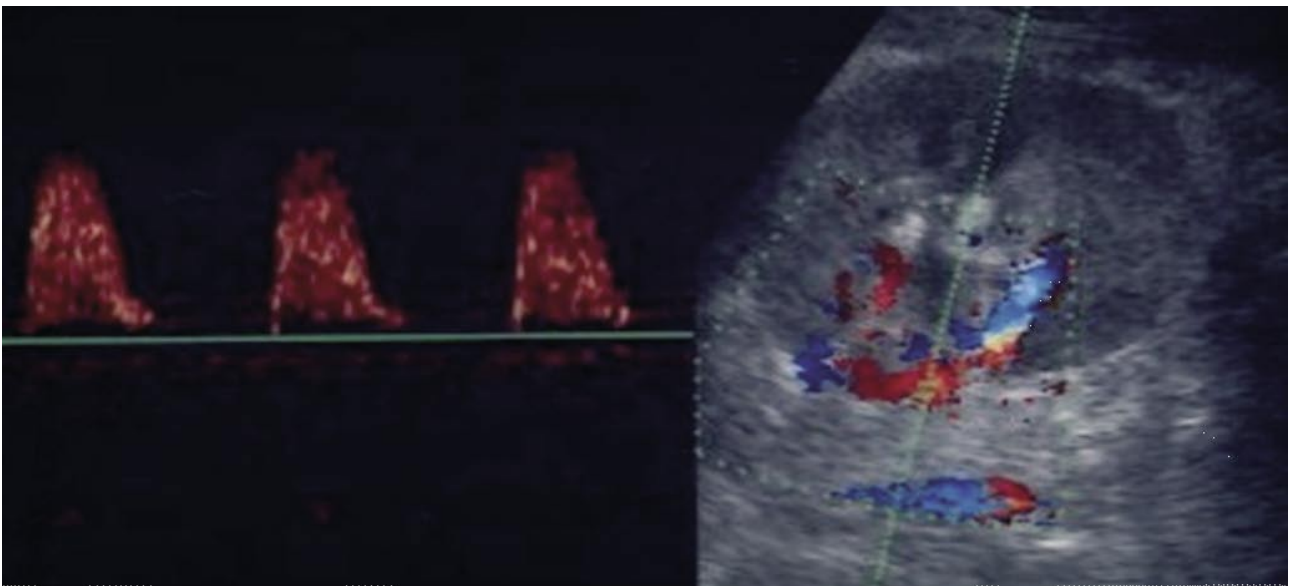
Eco-doppler. Injerto renal con hipertofía de pirámides y reducción del flujo en arterias arcuatas con  $IR = 1$ , por desaparición del flujo durante la diástole.
